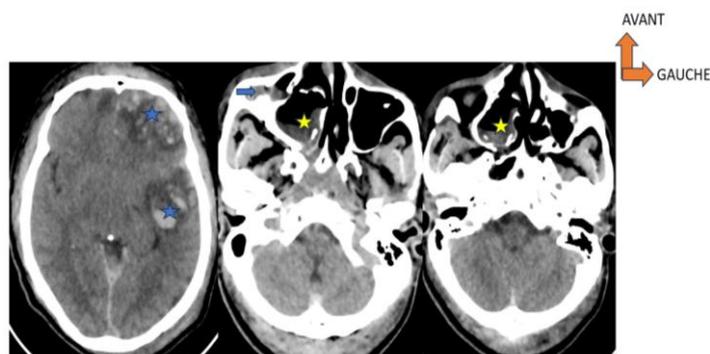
TDM crânio-faciale en coupes axiales en fenêtre parenchymateuse
